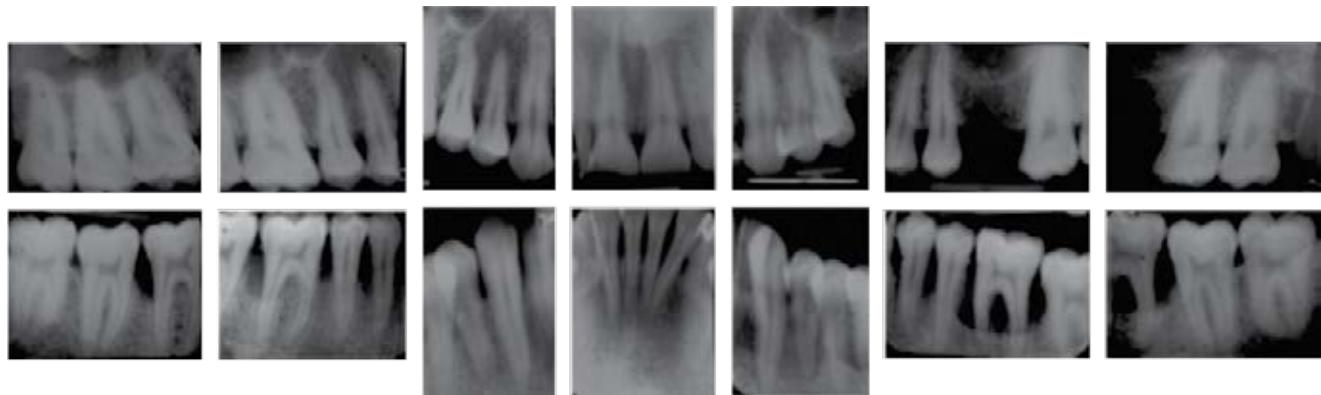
Estudio radiográfico periapical donde es evidente la pérdida de continuidad de la lámina dura, razón por la cual se establece el diagnóstico de PUN.
